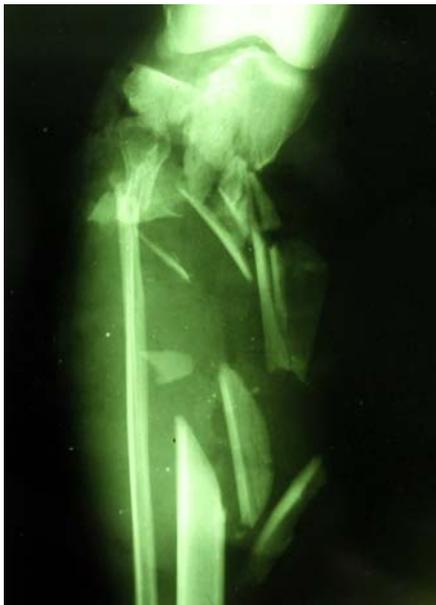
Aspect radiographique initial.
